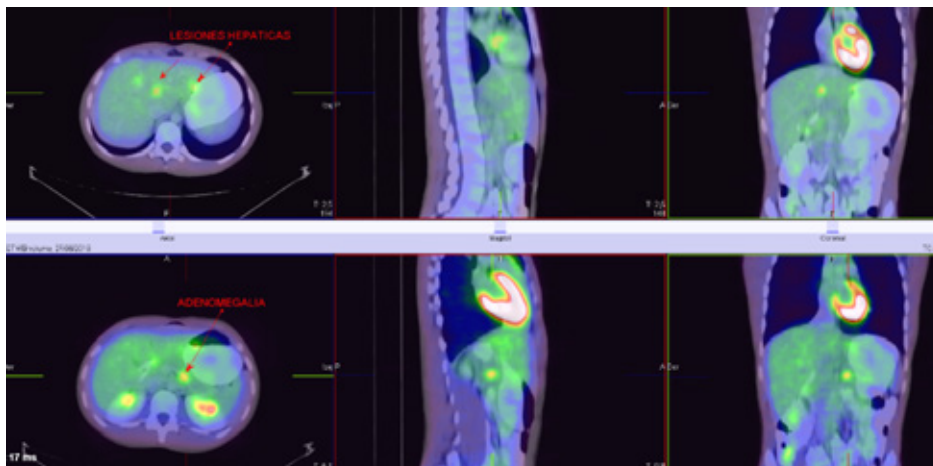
Imágenes del abdomen de la tomografía por emisión de positrones corporal total realizada al paciente del caso clínico. Se observan lesiones hepáticas múltiples y adenomegalia latero-aórtica con metabolismo aumentado (flechas rojas)
